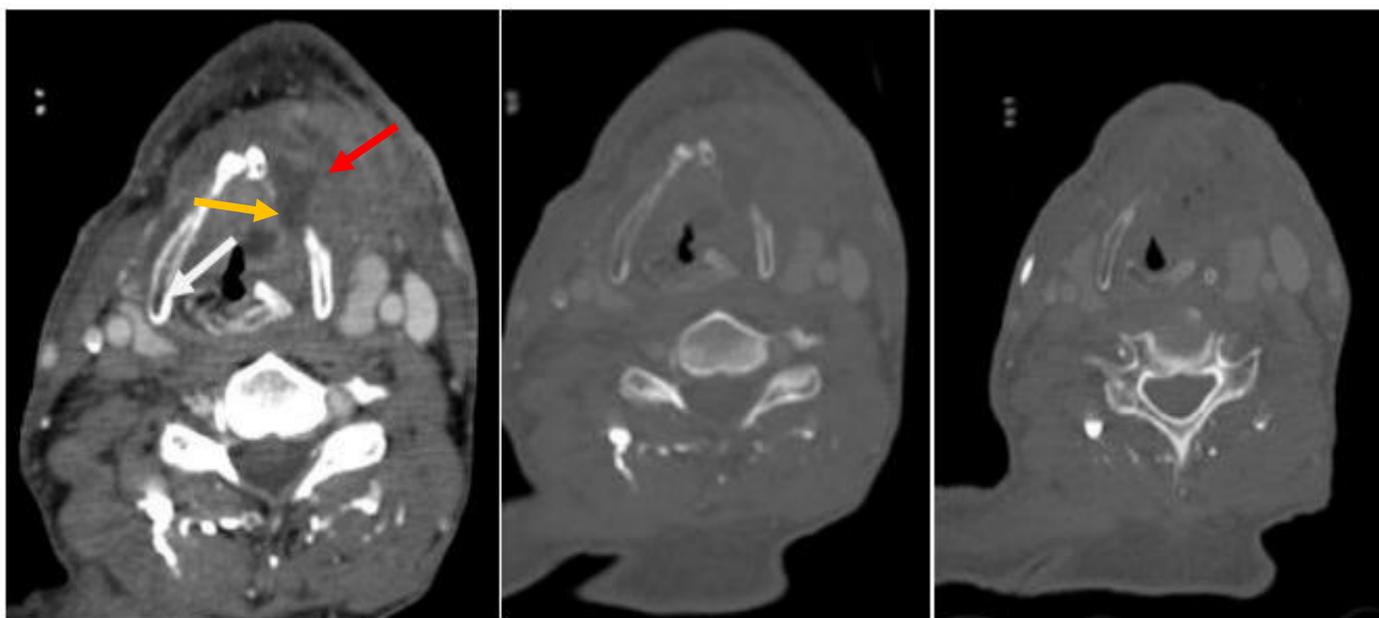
Une TDM cervicale en coupe axiale injectée montrant une lyse du cartilage thyroïde et une condensation du cartilage aryénoïde gauche au contact d'une volumineuse masse endolaryngée avec extension pré-laryngée : récurrence locale d'un CE laryngé
